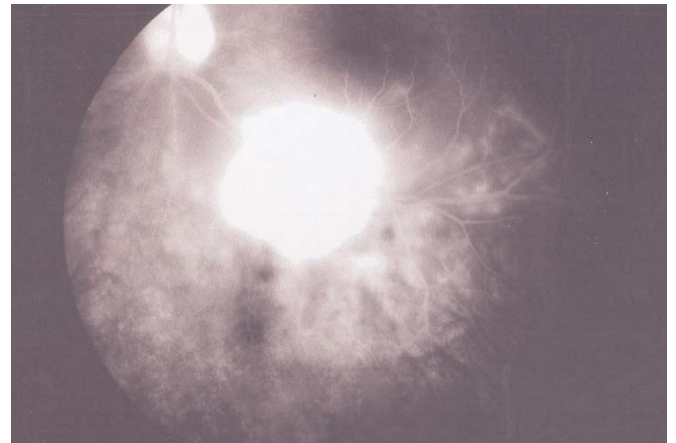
Flöresein anjiyografide lezyona uyan bölgede erken flöresein blokajı, retina arter dalında akış olmaması (ok), temporal ve nazal venlerde periflebit.
